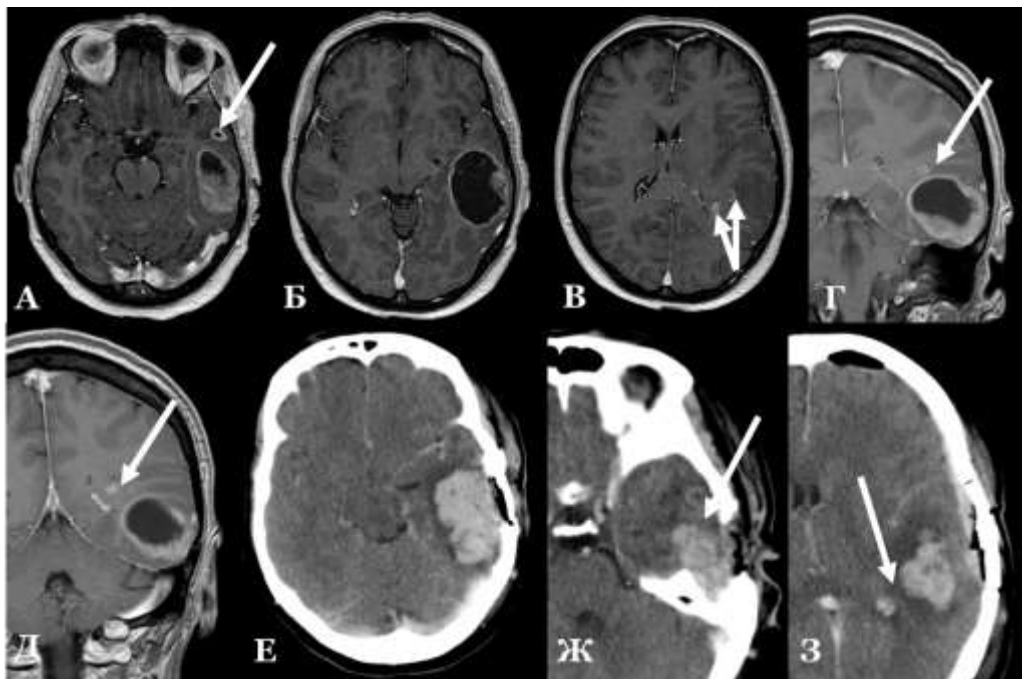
Пример паренхиматозного кровоизлияния после удаления первично-множественной высокозлокачественной глиальной опухоли левой височной доли, жен., 47л. (К-ва Е.Ю., и/б № 14781/2013). А, Б, В, Г, Д – предоперационное МРТ в T1-режиме с контрастированием (аксиальные и коронарные проекции). Стрелками обозначены малые опухолевые узлы. Е – послеоперационное КТ с контрастированием, аксиальный срез. Послеоперационная гематома ложа удаленной опухоли. Ж – послеоперационное КТ с контрастированием, аксиальный срез на уровне базальных отделов височной доли. Стрелкой обозначен источник послеоперационной гематомы – не удаленный малый опухолевый узел по передне-нижнему краю основного узла опухоли, повреждена его ангиогенная пролиферативная зона. З – послеоперационное КТ с контрастированием, аксиальный срез на уровне верхнего края основного узла опухоли. Между ложем удаленной опухоли и малым интактным опухолевым перивентрикулярным узлом имеется слой (обозначен стрелкой), не накапливающей контраст отечной мозговой ткани / фокус глиальной опухоли без анаплазии. В данной зоне исходно был достигнут удовлетворительный гемостаз
